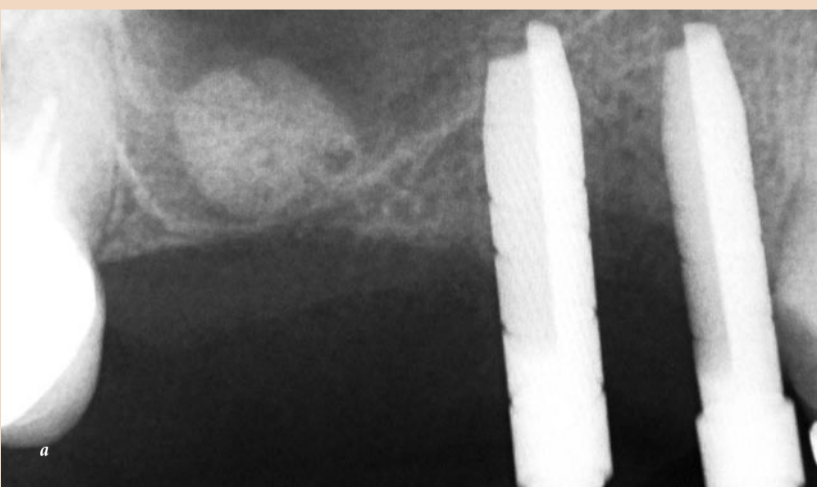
а – периапикальная рентгенограмма, демонстрирующая ручные фрезы в области премоляров и костно-пластический материал в области моляра; б – установка тонкого имплантата для замещения первого премоляра; в – установка тонких имплантатов на расщепленном участке альвеолярного гребня; г – установка короткого имплантата со специальным абатментом в области моляра; д – два тонких имплантата (в области премоляров) и короткий имплантат (в области моляра) в полости рта пациента; е – хирургическая рана ушита непрерывным швом. Рис. 6. Контрольная рентгенограмма, сделанная сразу после завершения процедуры.
